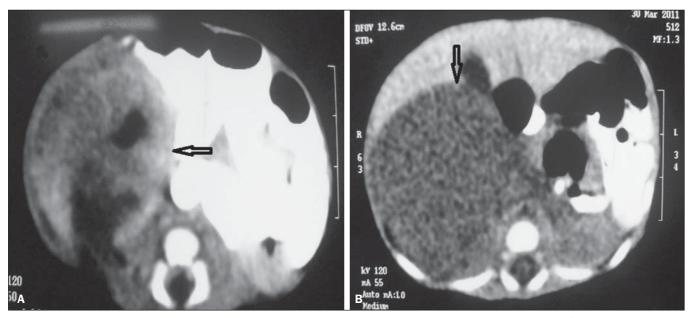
Tomografia computadorizada de abdome. A: Corte transversal demonstrando a presença de formação sólida hipodensa com diâmetro aproximado de 4 cm na loja renal direita (seta). B: Corte transversal demonstrando a presença de realce heterogêneo pós-contraste na região do rim direito (seta).
